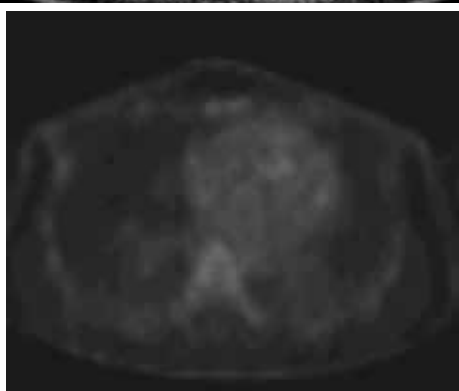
Полный регресс метастатического очага в груди на фоне проводимой «неоадьювантной» терапии по данным ПЭТ-КТ
